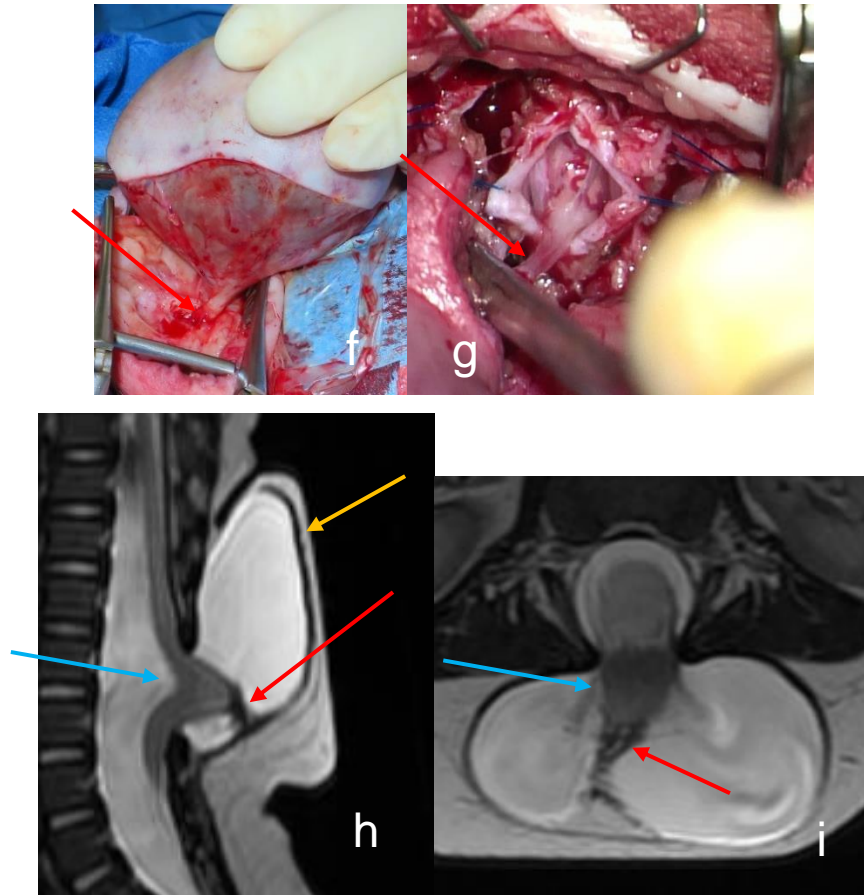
Echographie diagnostique du 2^{ème} trimestre en coupe sagittale à 26 SA + 4 jours sur le rachis cervical (a) (remerciements au Dr VAAST) et à 33 SA + 5 jours sur le rachis lombaire chez une autre patiente (c) retrouvant une masse postérieure liquidienne contenant une tige (flèches rouges) avec paroi épaisse (flèche jaune) et une attraction postérieure de la moelle (flèches bleues), faisant suspecter un LDM. L'IRM fœtale (b et d) retrouvait les mêmes éléments avec une moins bonne résolution spatiale et une moins bonne visibilité de la paroi de la masse. Une chirurgie à la naissance a été réalisée dans les deux cas (remerciements au Pr VINCHON), confirmant le diagnostic (f et g). L'aspect néonatal en IRM sous anesthésie générale (3^e cas) en coupe sagittale (h) et axiale (i) est similaire et visualise mieux la moelle attirée vers la cavité.
